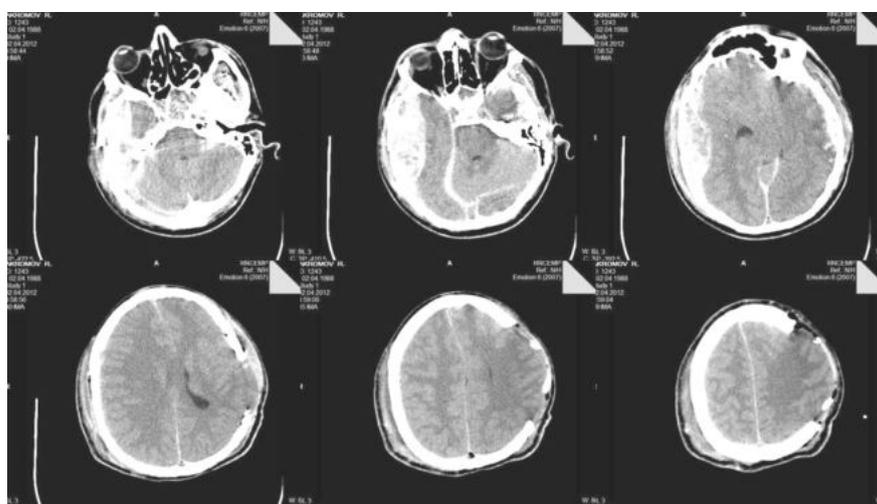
КТ больного с контрлатеральной гематомой после ее удаления.
